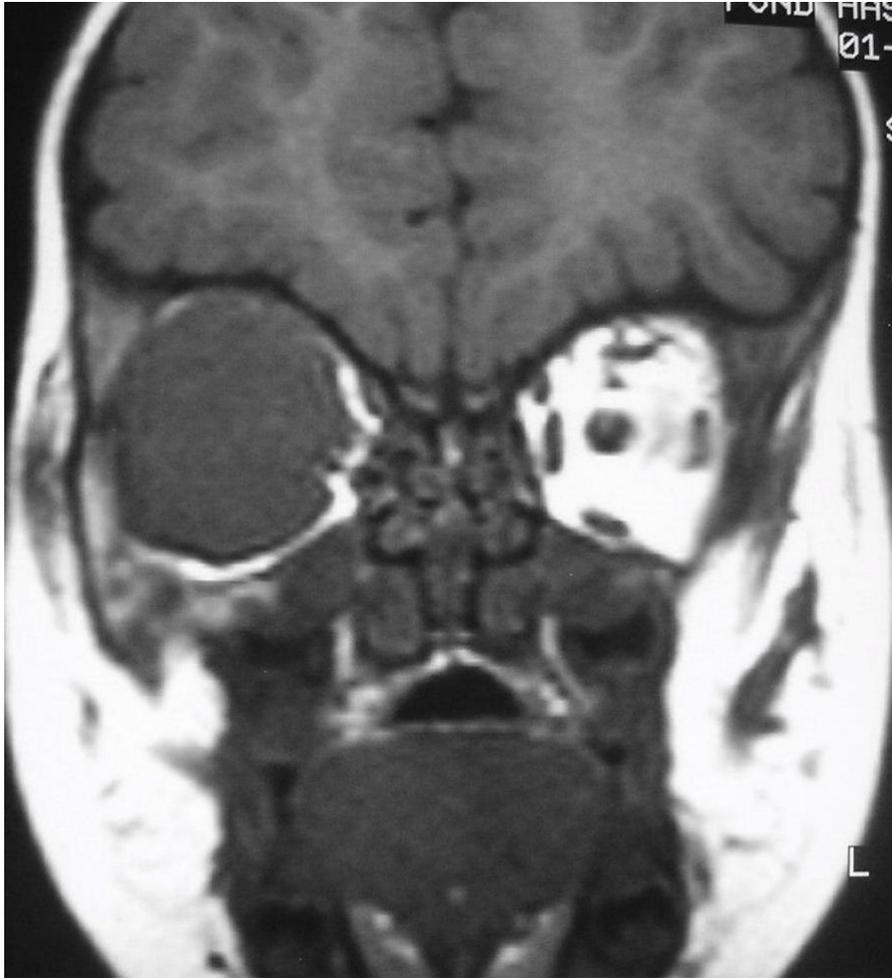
Image IRM en coupe sagittale séquence T1
